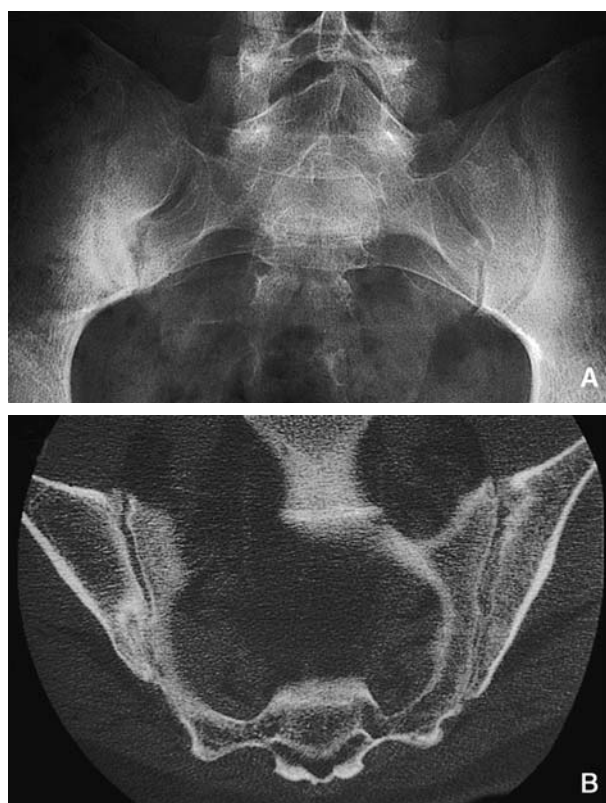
Aspects radiographiques d'une sacro-iliite débutante.
